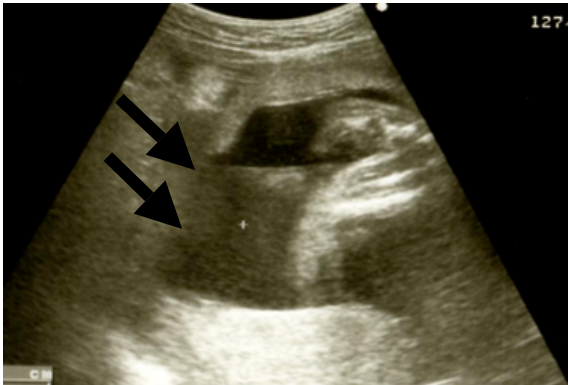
経腹超音波画像：子宮筋層後壁が不明瞭。(矢印)
